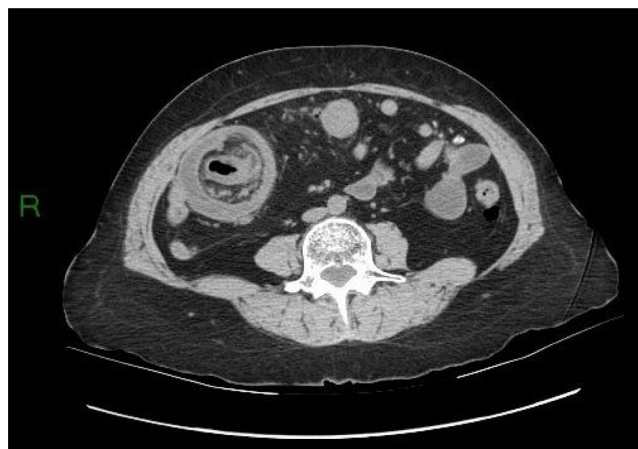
TC abdominal que muestra una intususcepción ileocecal.
